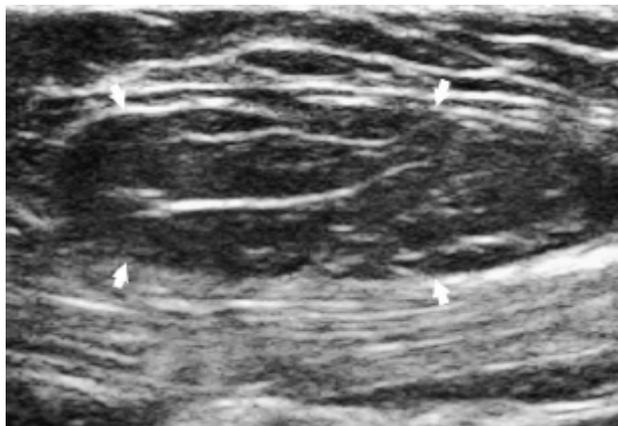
aspect échographique d'un lipome superficiel [30]
